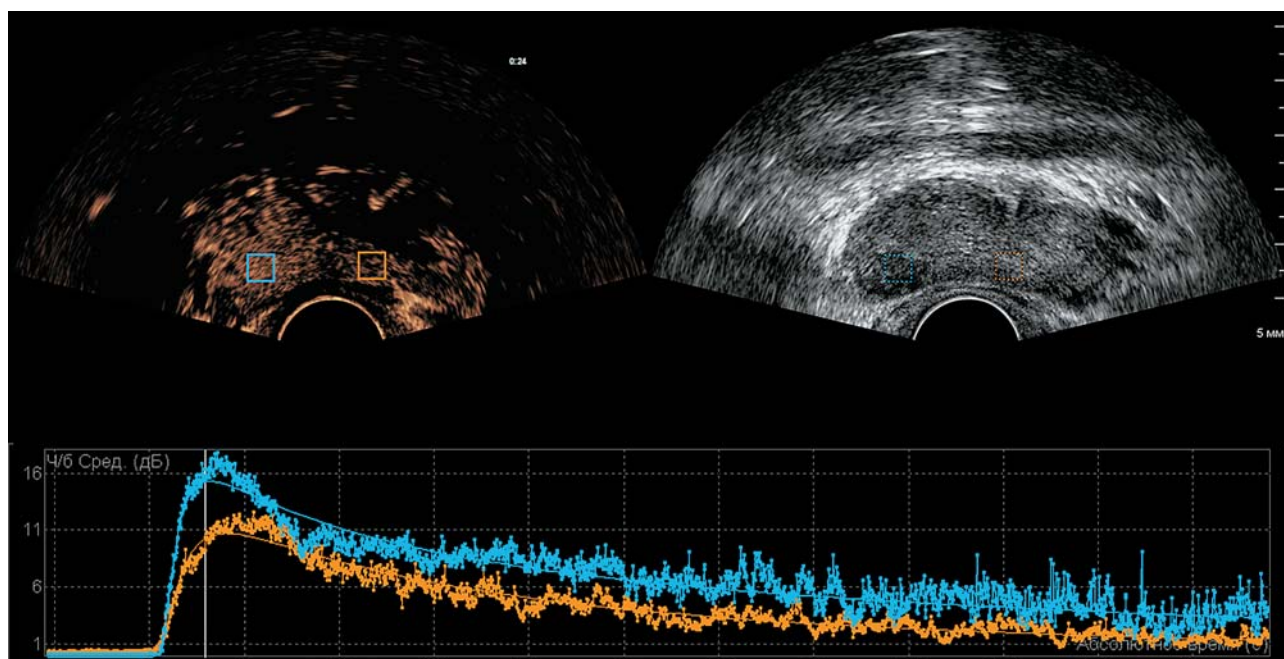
Кривые “время–интенсивность” при ТРУЗИ с КУ. ROI и кривая синего цвета соответствуют зоне интереса (РПЖ), ROI и кривая оранжевого цвета – эталонной зоне.
